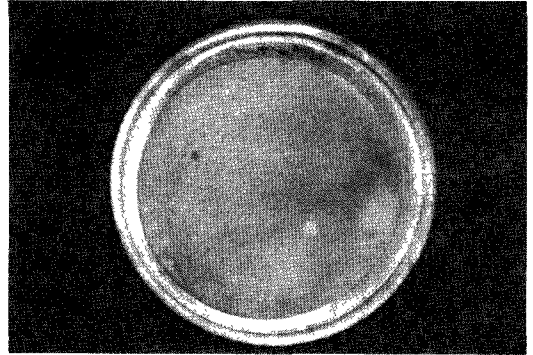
방사선 조사된 DBP를 시편으로 사용한 경우로서 시편 주위에 탈색 반응은 관찰되지 않는다.
